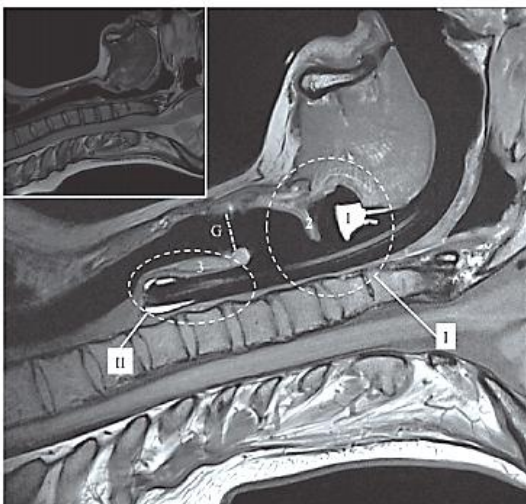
Magnetresonanztomographie einer Larynxmaske Supreme™ in situ mit oropharyngealem Verschlussdruck (I) und hypopharyngealem Verschlussdruck (II)
